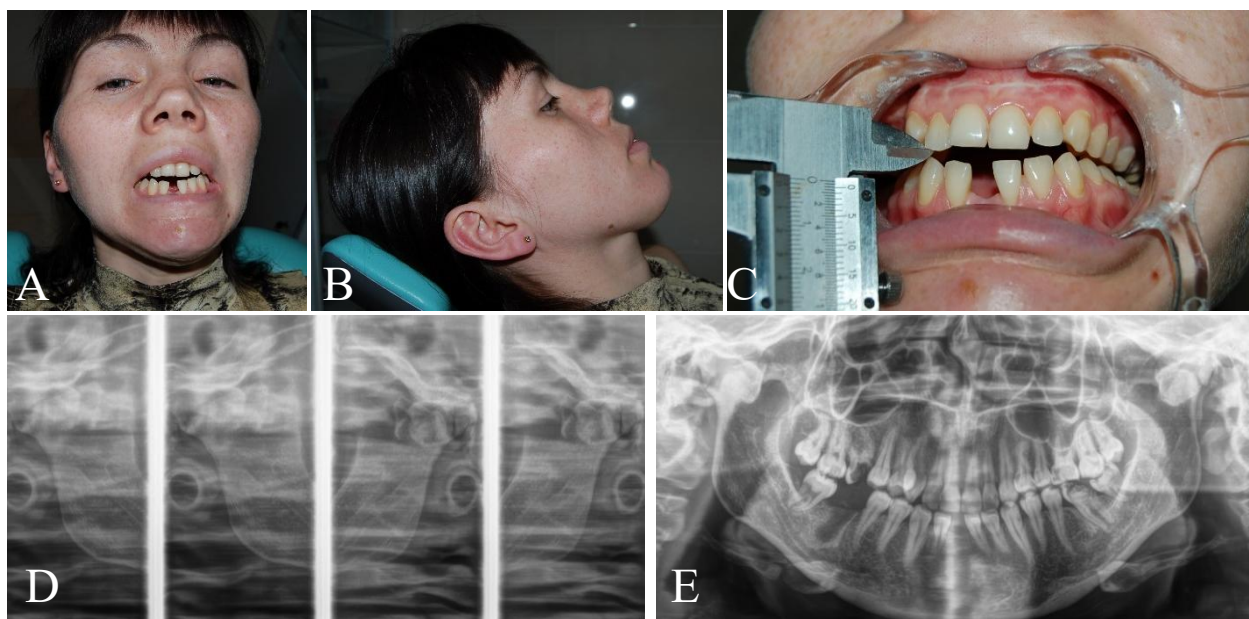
Examinarea clinică și paraclinică a pacientului G.I., f./27 ani. A. Pacienta în normă frontală. B. Pacienta în profil dreapta. C. Gradul de deschidere a cavității bucale preoperator 0,2 cm. D. Radiografia ATM de partea dreaptă și stângă. E. OPG preoperator.
